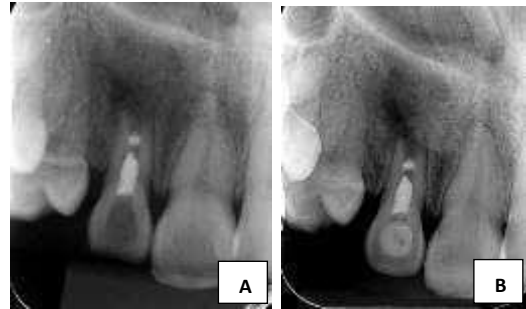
Radiografia periapical do dente 12 (A) Após procedimento endodôntico regenerativo; (B) Preservação de 2 anos.
